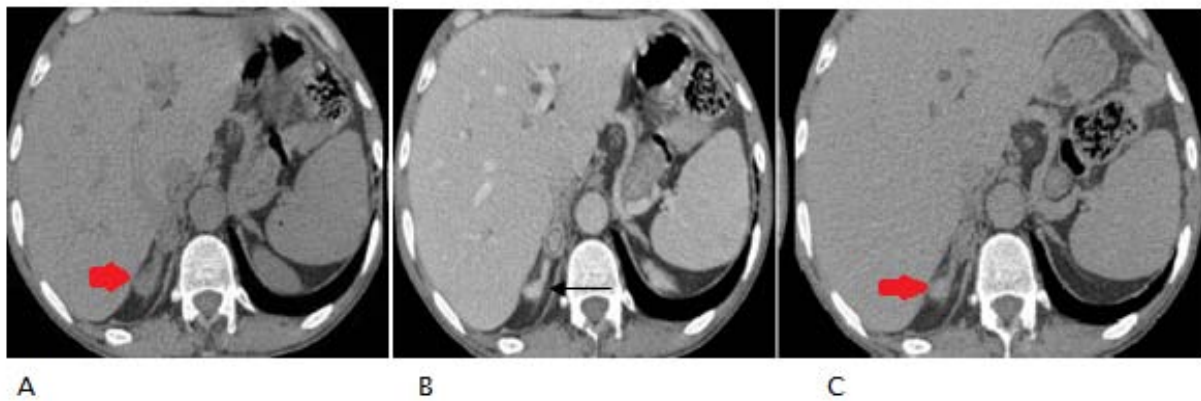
TDM abdominale sans et avec injection du produit de contraste
